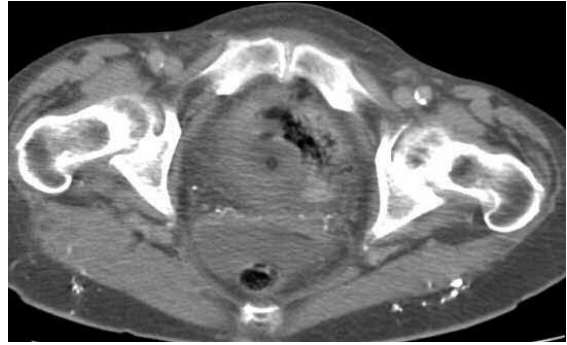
Cistitis enfisematosa. TC de pelvis: aire en la pared de la vejiga.
